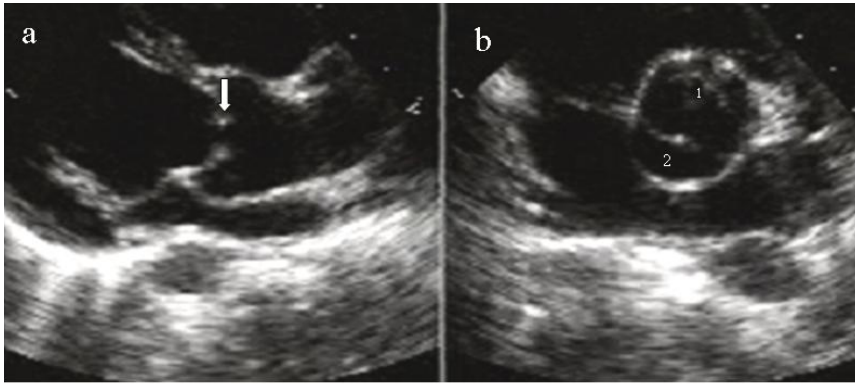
Ultrasonido (USG) bidimensional que muestra aorta bivalva, caso 4
